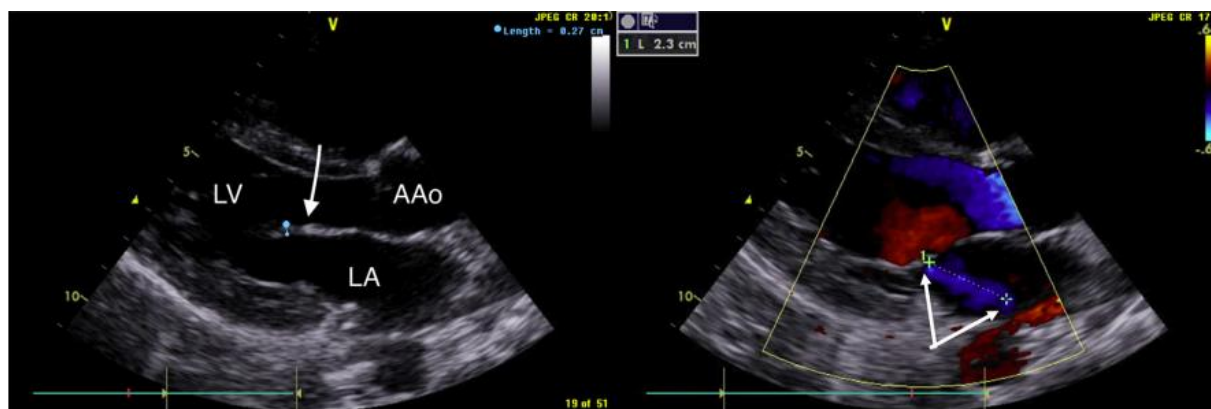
Ecocardiograma – eixo paraesternal longo mostrando alterações na valva mitral ocasionadas por Febre Reumática
